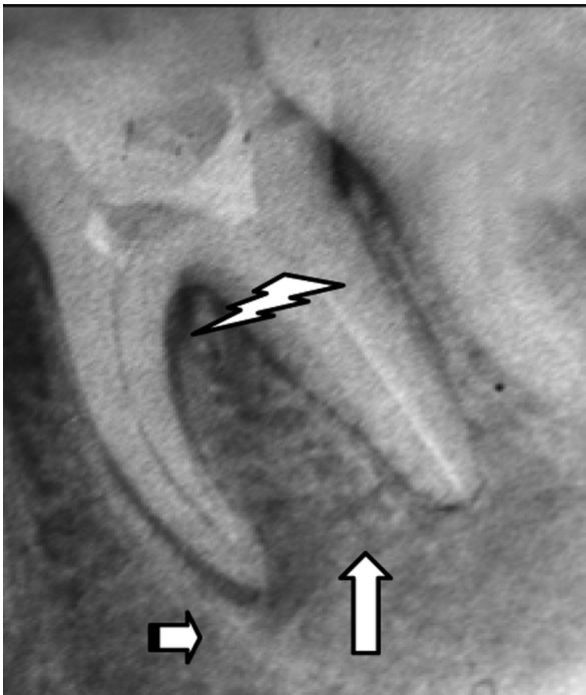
Внутрішньоротова контактна рентгенограма 36. Глибокий хронічний вторинний карієс, що ускладнився хронічним гнійним періодонтитом у фазі відмежування, що загострився (коротка біла стрілка). На загострення вказують: остеопороз міжкореневої перетинки, деструкція верхівки міжкореневої перетинки, розширення періодонтальної щілини на рівні верхівки міжкореневої перетинки (зубчаста стрілка), ознаки гранулюючого періодонтиту навколо верхівки дистального кореня (біла стрілка)
